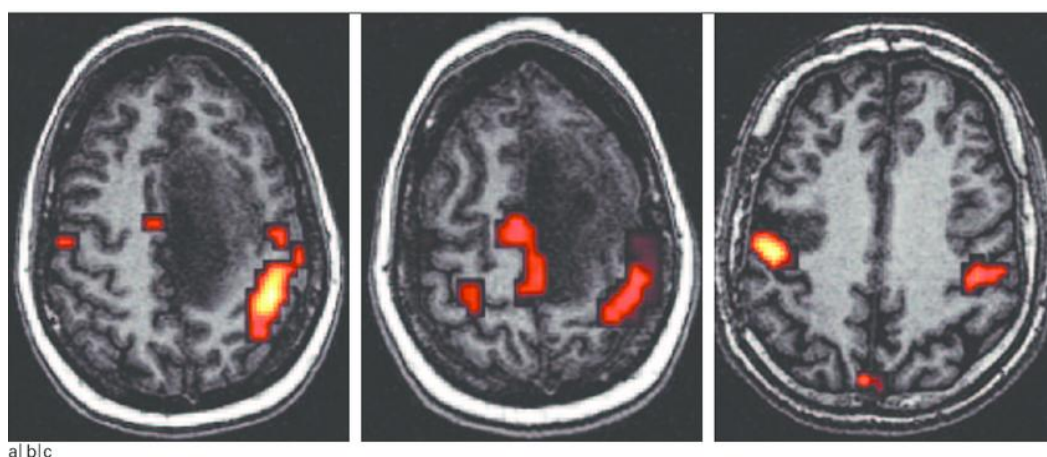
Résultats d'IRM d'un patient épileptique.
